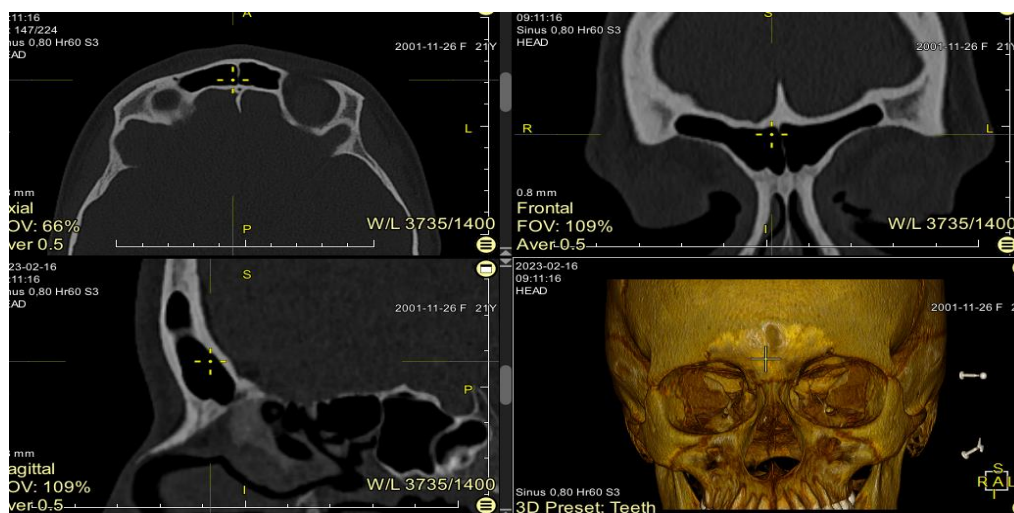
Перегляд комп'ютерних томограм приносних пазух в трьох площинах з вікном 3D реконструкції.
